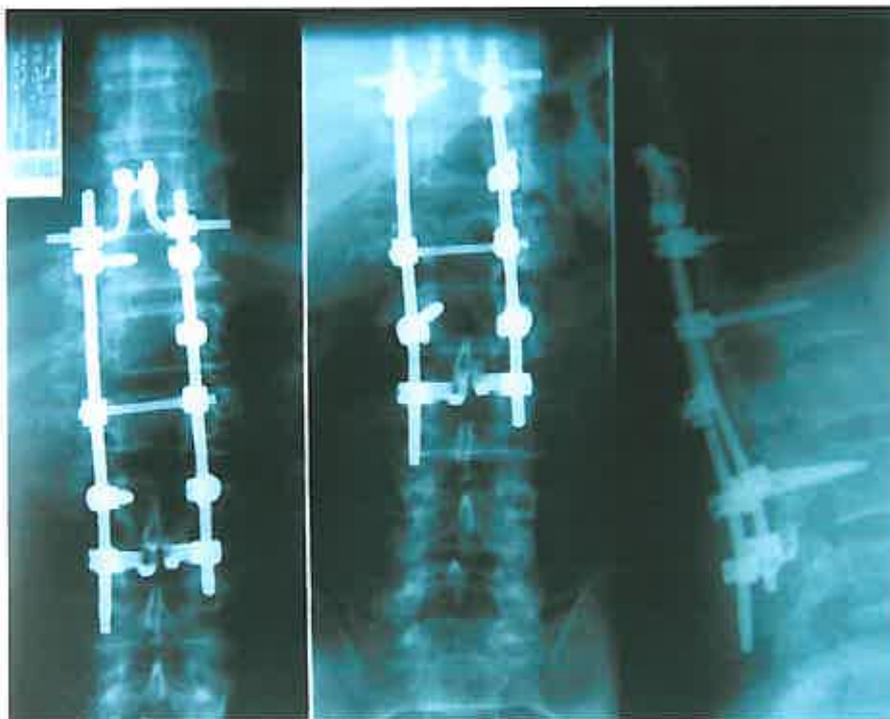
Radiographie de l'ostéosynthèse
